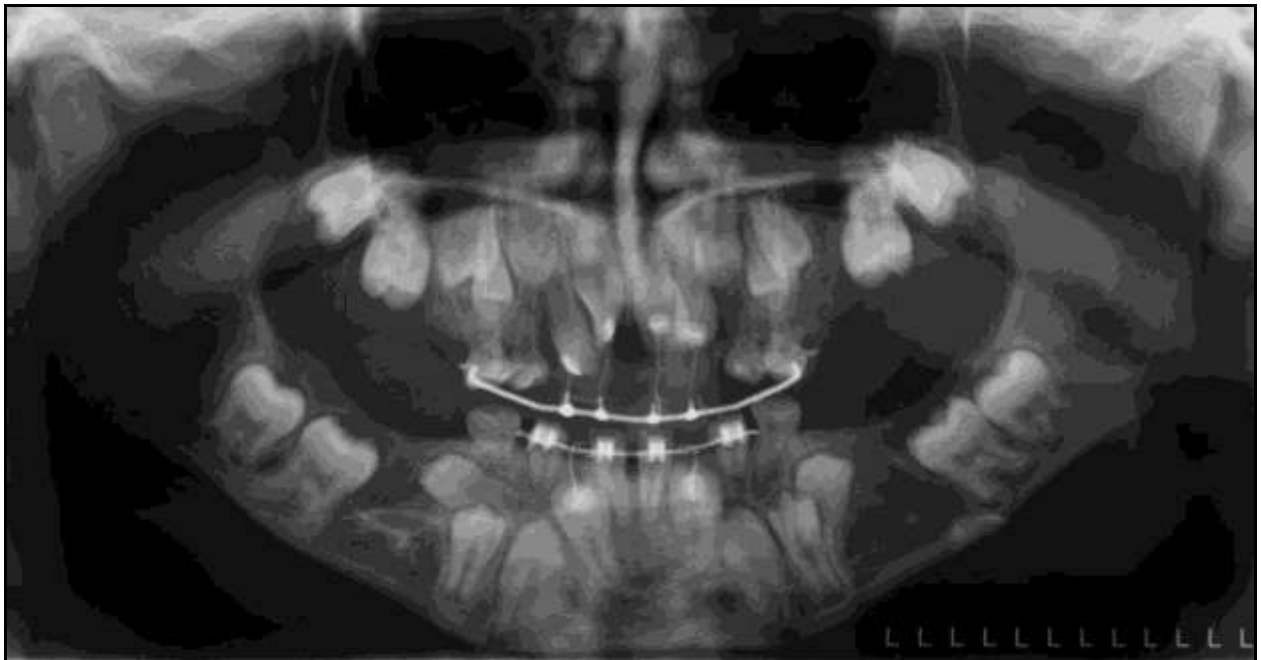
Orthopantomogramme du 29/06/05, après 1 mois de traction des incisives mandibulaires et maxillaires (Photo J.P. Perrin). Au niveau mandibulaire, ancrage dentaire sur 73, 31, 41, 83. Tractions avec un arc NiTi. 0/6 inch (ORMCO®).
